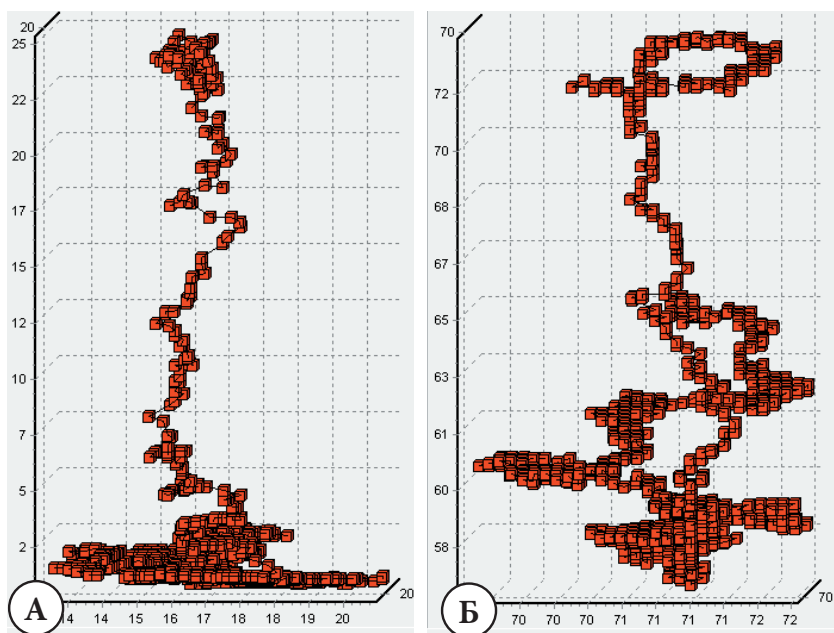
Пациентка А. 29 лет. А. Нелинейная динамика показателей ЛДФ. Показатели перфузии крови после проведения окклюзионной пробы: длительно сохраняется спазм сосудов, приводящая к спастическому ишемическому типу микроциркуляции крови с отсутствием линейной динамика процесса. Б. ОТО. Показатели тканевой сатурации. Сниженная (скудная) с отсутствием линейной динамики сатурация – циркуляторная ишемическая гипоксия за счет спазма микрососудов.
